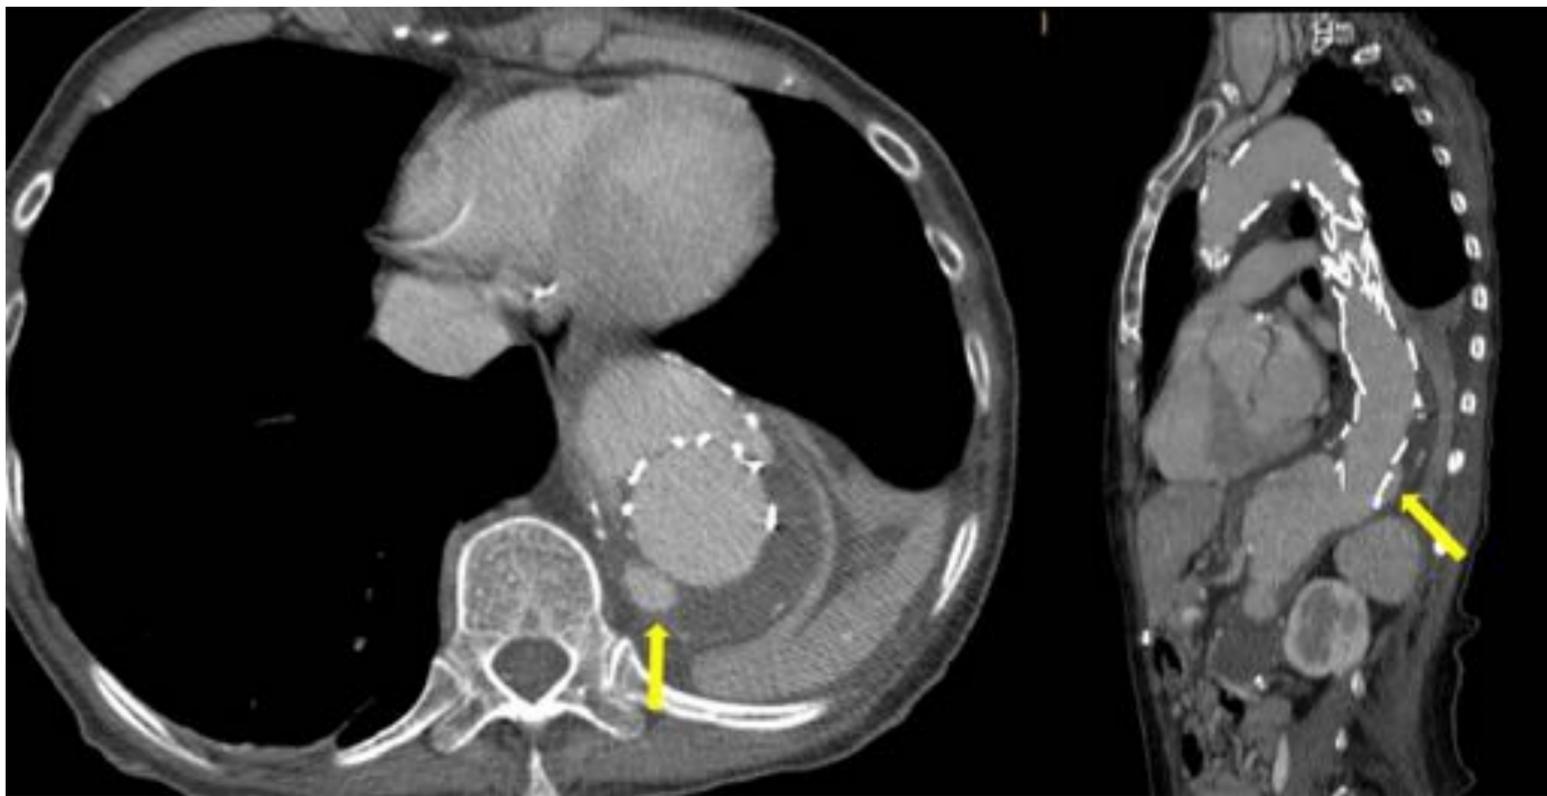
Varón de 68 años al que se le colocó una endoprótesis en aorta torácica por una úlcera penetrante en arco aórtico. No se identificaron complicaciones en el postoperatorio inmediato. En el TC de control del 6º mes postintervención, se identifica extravasación de contraste en el interior del saco aneurismático en fase portal, adyacente al lugar de unión distal (flecha amarilla), sugestivo de endofuga tipo IB.
